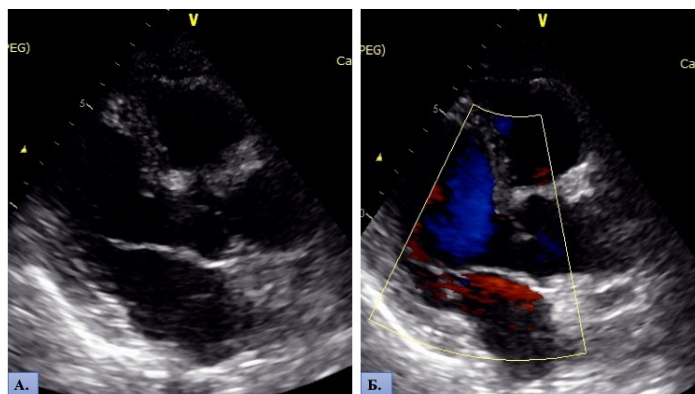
Эхокардиографическое изображение сердца (А), с доплеровским анализом (Б).
